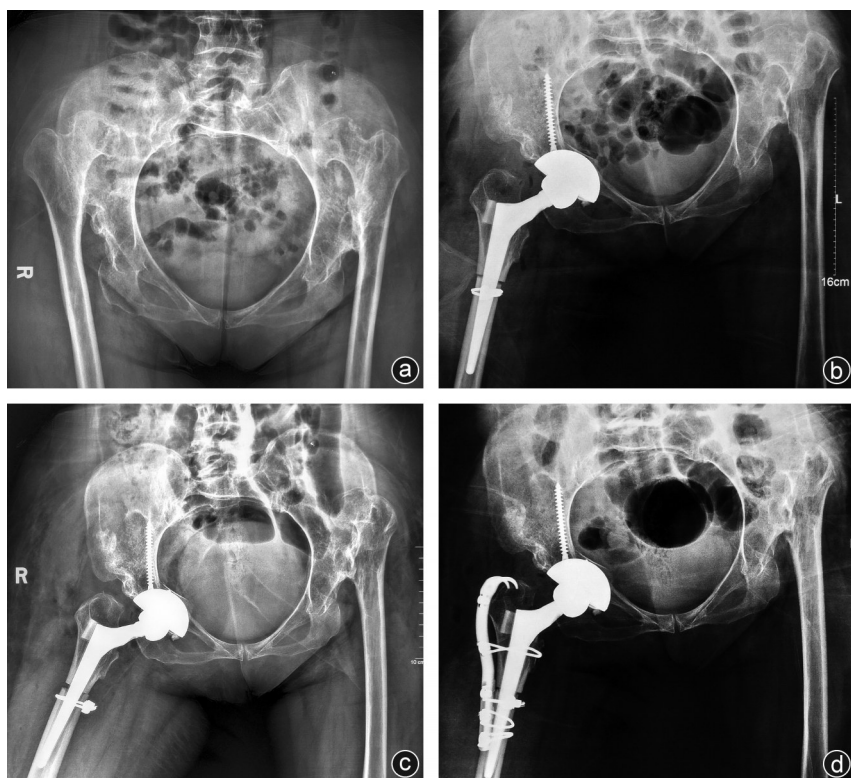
病人,女,52岁,于2016年10月7日在我院行右髋THA a:初次置换术前X线片;b:初次置换术后X线片;c:于术后第3天发现患肢极度外旋位,复查X线片发现股骨截骨远端发生旋转;d:为二次术后X线片
